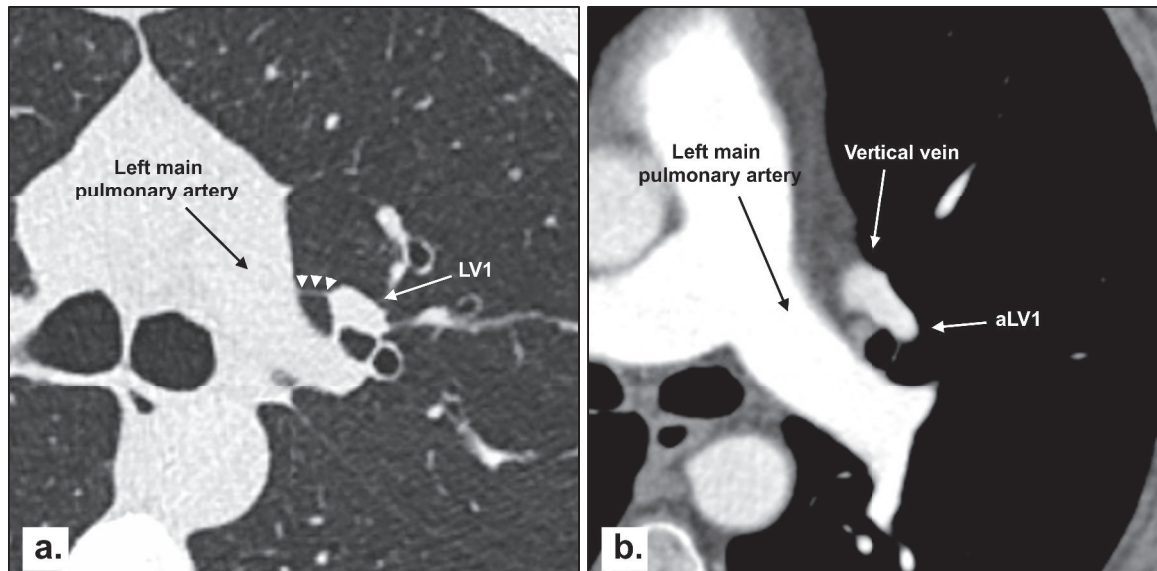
Transverse CT section obtained at the level of the left apico-dorsal bronchus (lung image; magnified view). Note the presence of a thin, linear hyperattenuating structure (arrowheads) linking LV1 to the mediastinum. The mediastinal attachment of the superior pulmonary ligament is in contact with the lateral border of the left main pulmonary artery.
